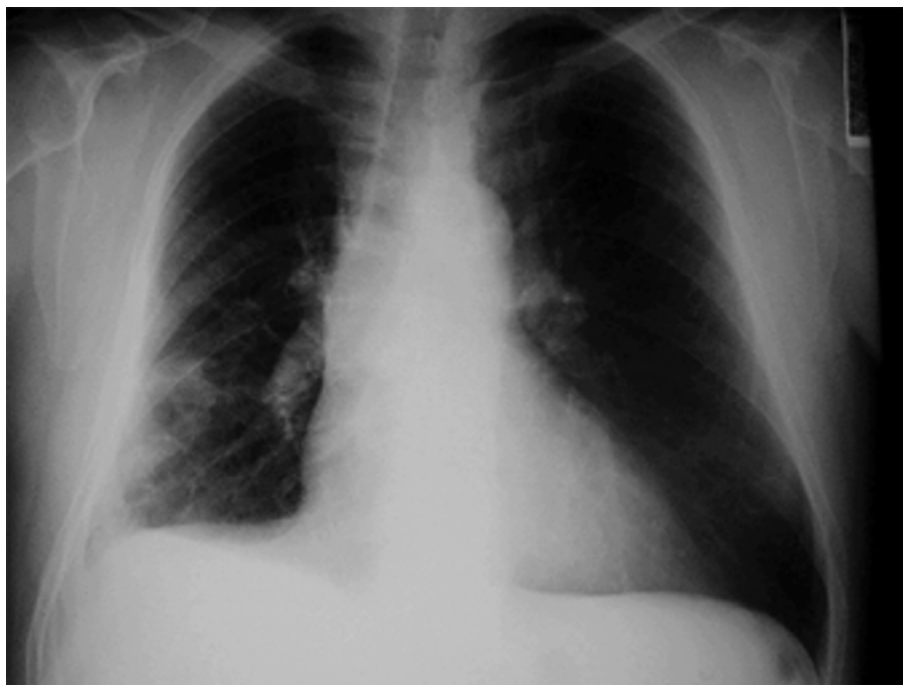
Telerradiografia Torácica: Imagem de «STOP» na Artéria Pulmonar Dt.ª. Hipodensidade periférica de contornos ovalados, na transição do 1/3 médio e inferior. Obliteração do seio costodiafrágico dt.º.
